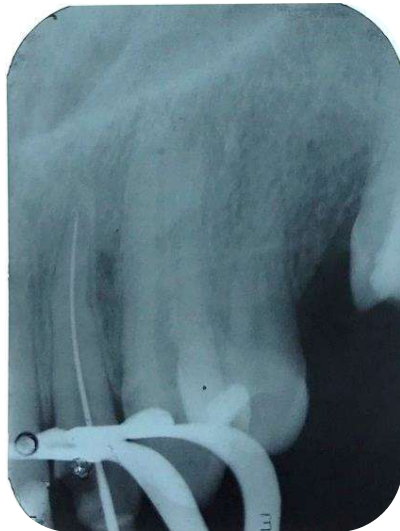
Radiografia de odontometria do dente incisivo lateral superior esquerdo (22).
